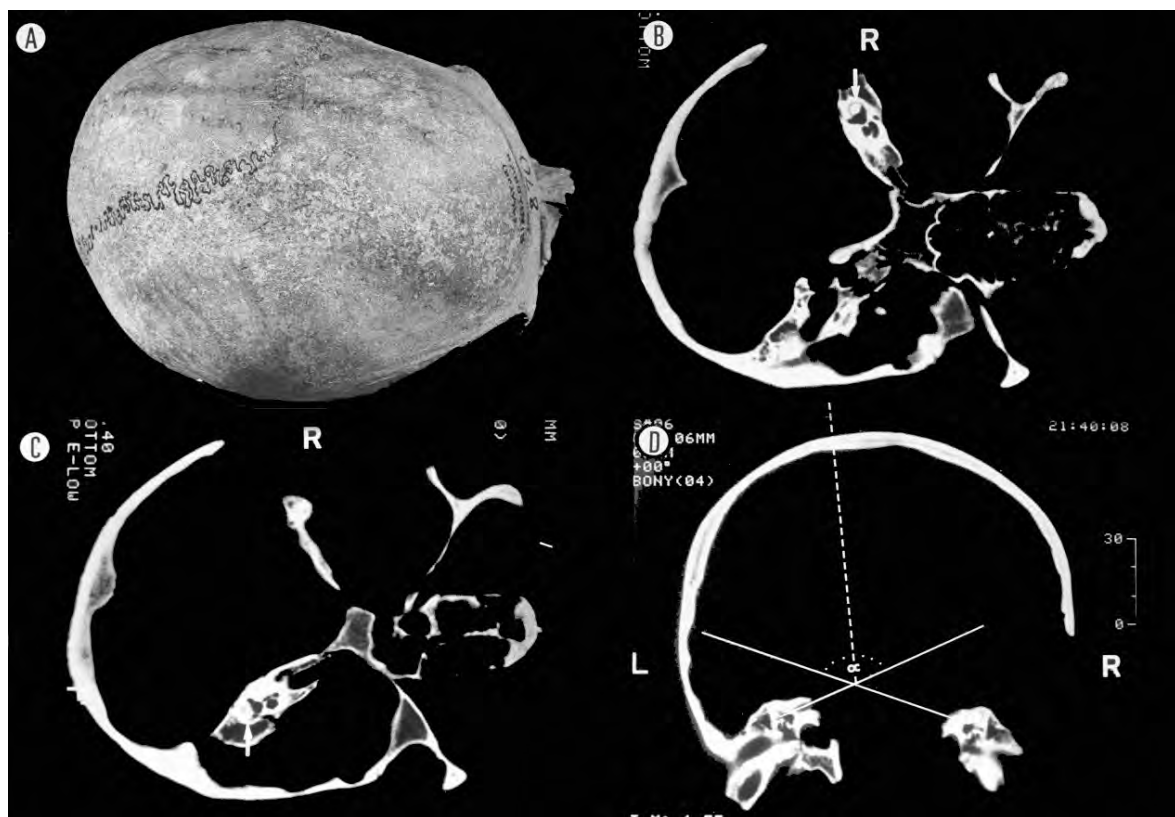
TC, amb plans que passen pels conductes horitzontals i pel transversal del laberint, mostrant la distorsió del crani de Biniadris i l'angulament de la base cranial. R, costat dret; L, costat esquerre.
